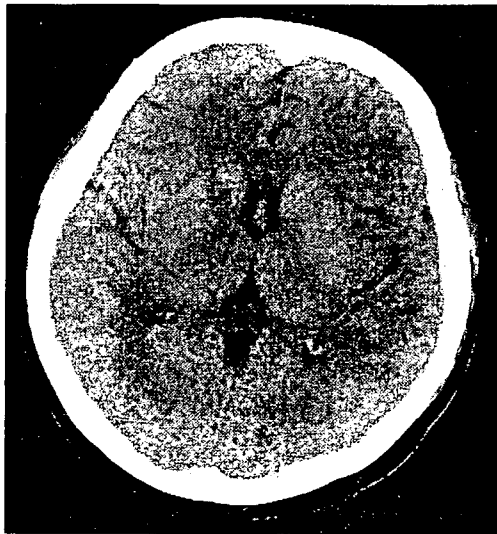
Brain CT on 7th day
